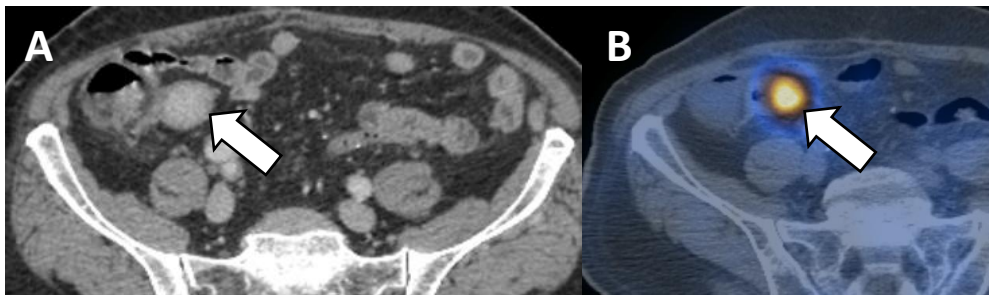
(A) TC axial portal con lesión nodular hipercaptante en la grasa mesentérica (*flecha blanca*). (B) SPECT-TC 99mTc-Tektrotyd demuestra captación en la lesión, indicativo de expresión de receptores de somatostatina, concordante con TNE.
